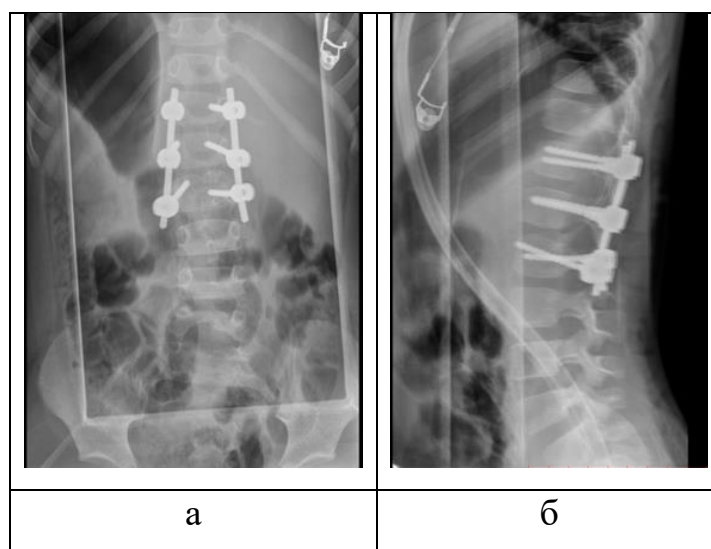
Интраоперационные рентгенограммы после коррекции ВДП:
